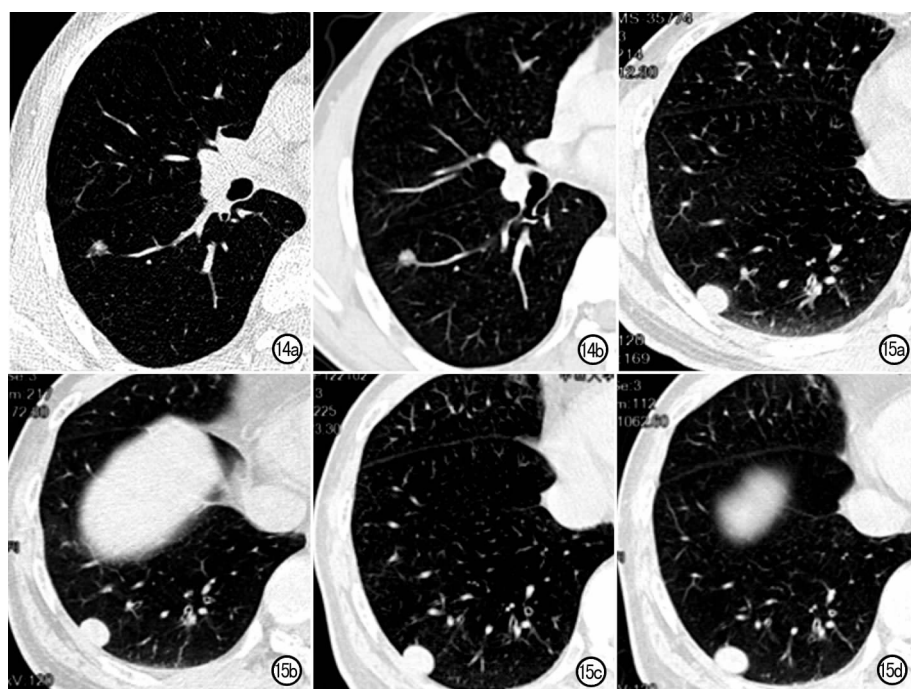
男, 43 岁, 右肺下叶腺癌。a) CT 示右肺下叶大小为 $9.0\text{ mm} \times 8.0\text{ mm}$ 的部分实性结节(实性成分 $3.0\text{ mm} \times 2.0\text{ mm}$), 归为 3 级; b) 2 年后复查示结节增大, 大小约 $11.0\text{ mm} \times 8.0\text{ mm}$, 实性成分大小约 $6.0\text{ mm} \times 5.0\text{ mm}$, 归为 4C 级。图 15 右肺下叶实性结节。a) 2006 年 CT 检查示结节大小约 $15.4\text{ mm} \times 10.3\text{ mm}$, 光滑圆形, 归为 3 级; b) 2007 年复查示结节变化不明显; c) 2010 年复查示结节变化不明显; d) 2014 年复查示结节变化不明显, 最后归为 2 级。
